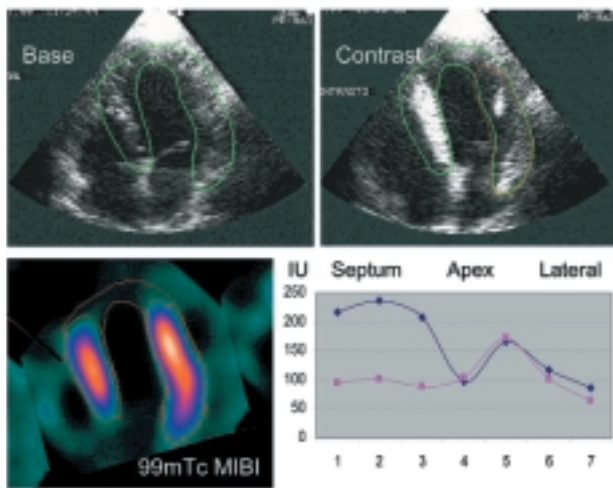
Paziente con acinesia postinfartuale antero-apicale. Ecocontrastomiografia eseguita in sala di cateterismo con iniezione intracoronarica selettiva di Levovist®. In alto, vengono rappresentate due sezioni asse lungo apicale in condizioni basali e dopo iniezione di contrasto sonico. È apprezzabile l'aumento del segnale a livello settale. La parete laterale è solo parzialmente intensificata in questa sezione ma la rotazione del trasduttore di pochi gradi evidenziava un'intensificazione del segnale anche in questa parete. L'apice non presentava intensificazione. La scintigrafia miocardica con ^{99m}Tc-sestamibi confermava l'assenza di perfusione e di vitalità a livello apicale e l'adeguata perfusione dei restanti segmenti. Il pannello a destra in basso mostra un'analisi circonferenziale quantitativa dell'intensità del segnale ecocardiografico in unità arbitrarie nei due fotogrammi basale e dopo contrastografia. IU = intensity units.
